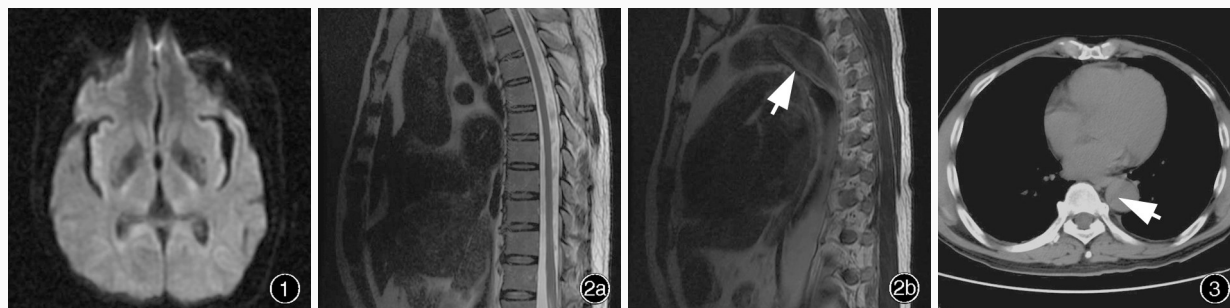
头部横断面DWI未见急性梗死灶 图2 胸椎MRI检查所见 2a 矢状位T₂WI未见明显异常 2b 矢状位T₁WI显示主动脉夹层(箭头所示) 图3 胸部CT显示主动脉夹层DeBakey I型(箭头所示)
